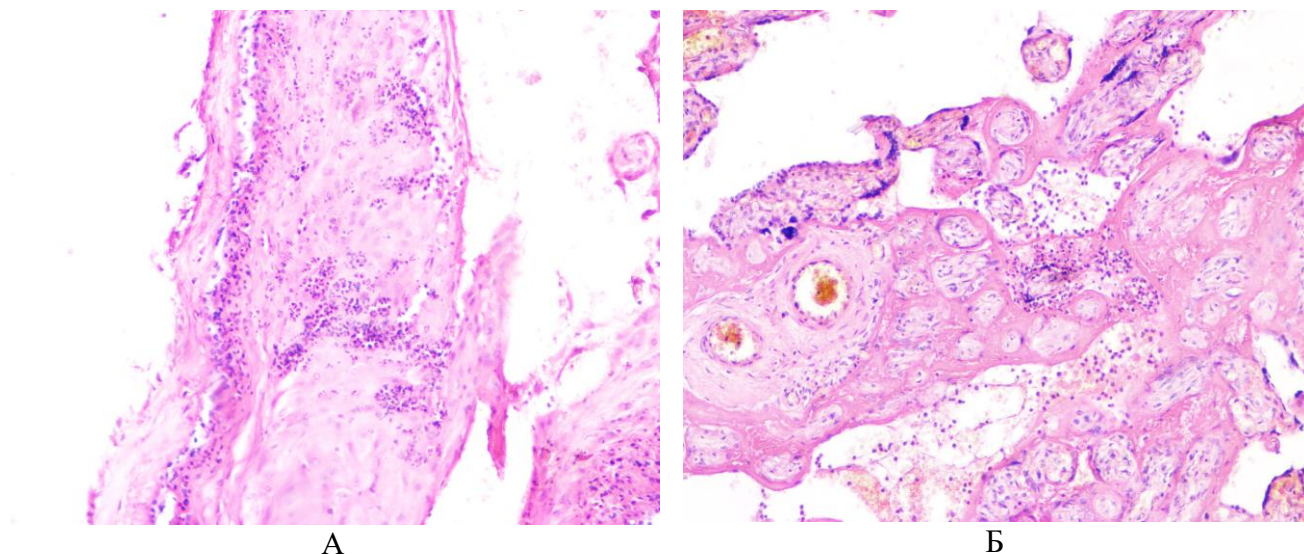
Воспалительные изменения в плацентах: А – экссудативный париетальный хориодецидуит, Б – десквамативно-фибринозный интервиллузит, ув. x50.
